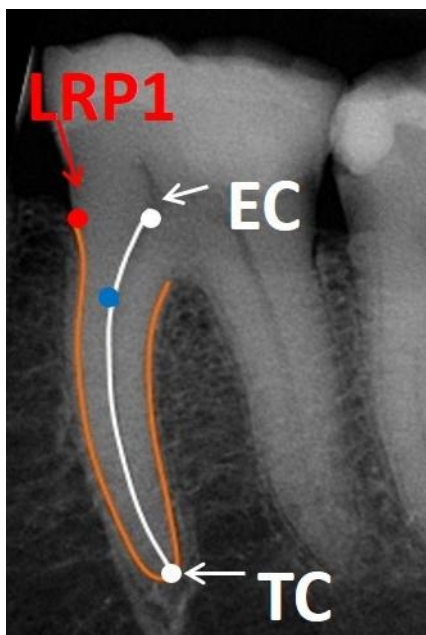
Marcação dos pontos EC, TC e LRP1.
